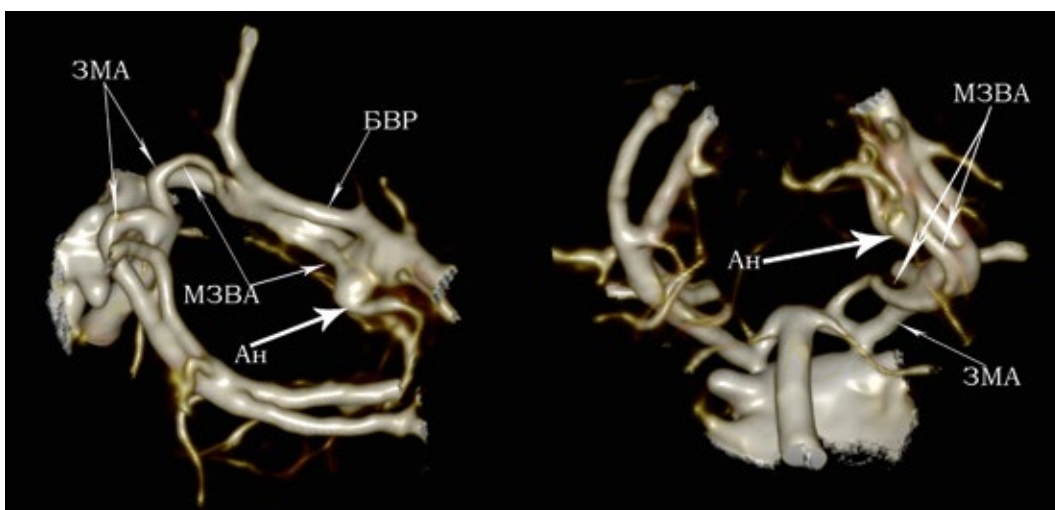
Трехмерные реформации КТ-АГ при аневризме МЗВА.
